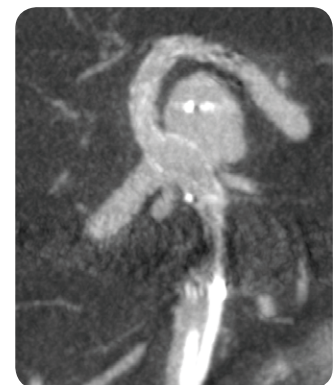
ステント留置後のcone beam CTでネックに僅かにストラットがherniateしている
